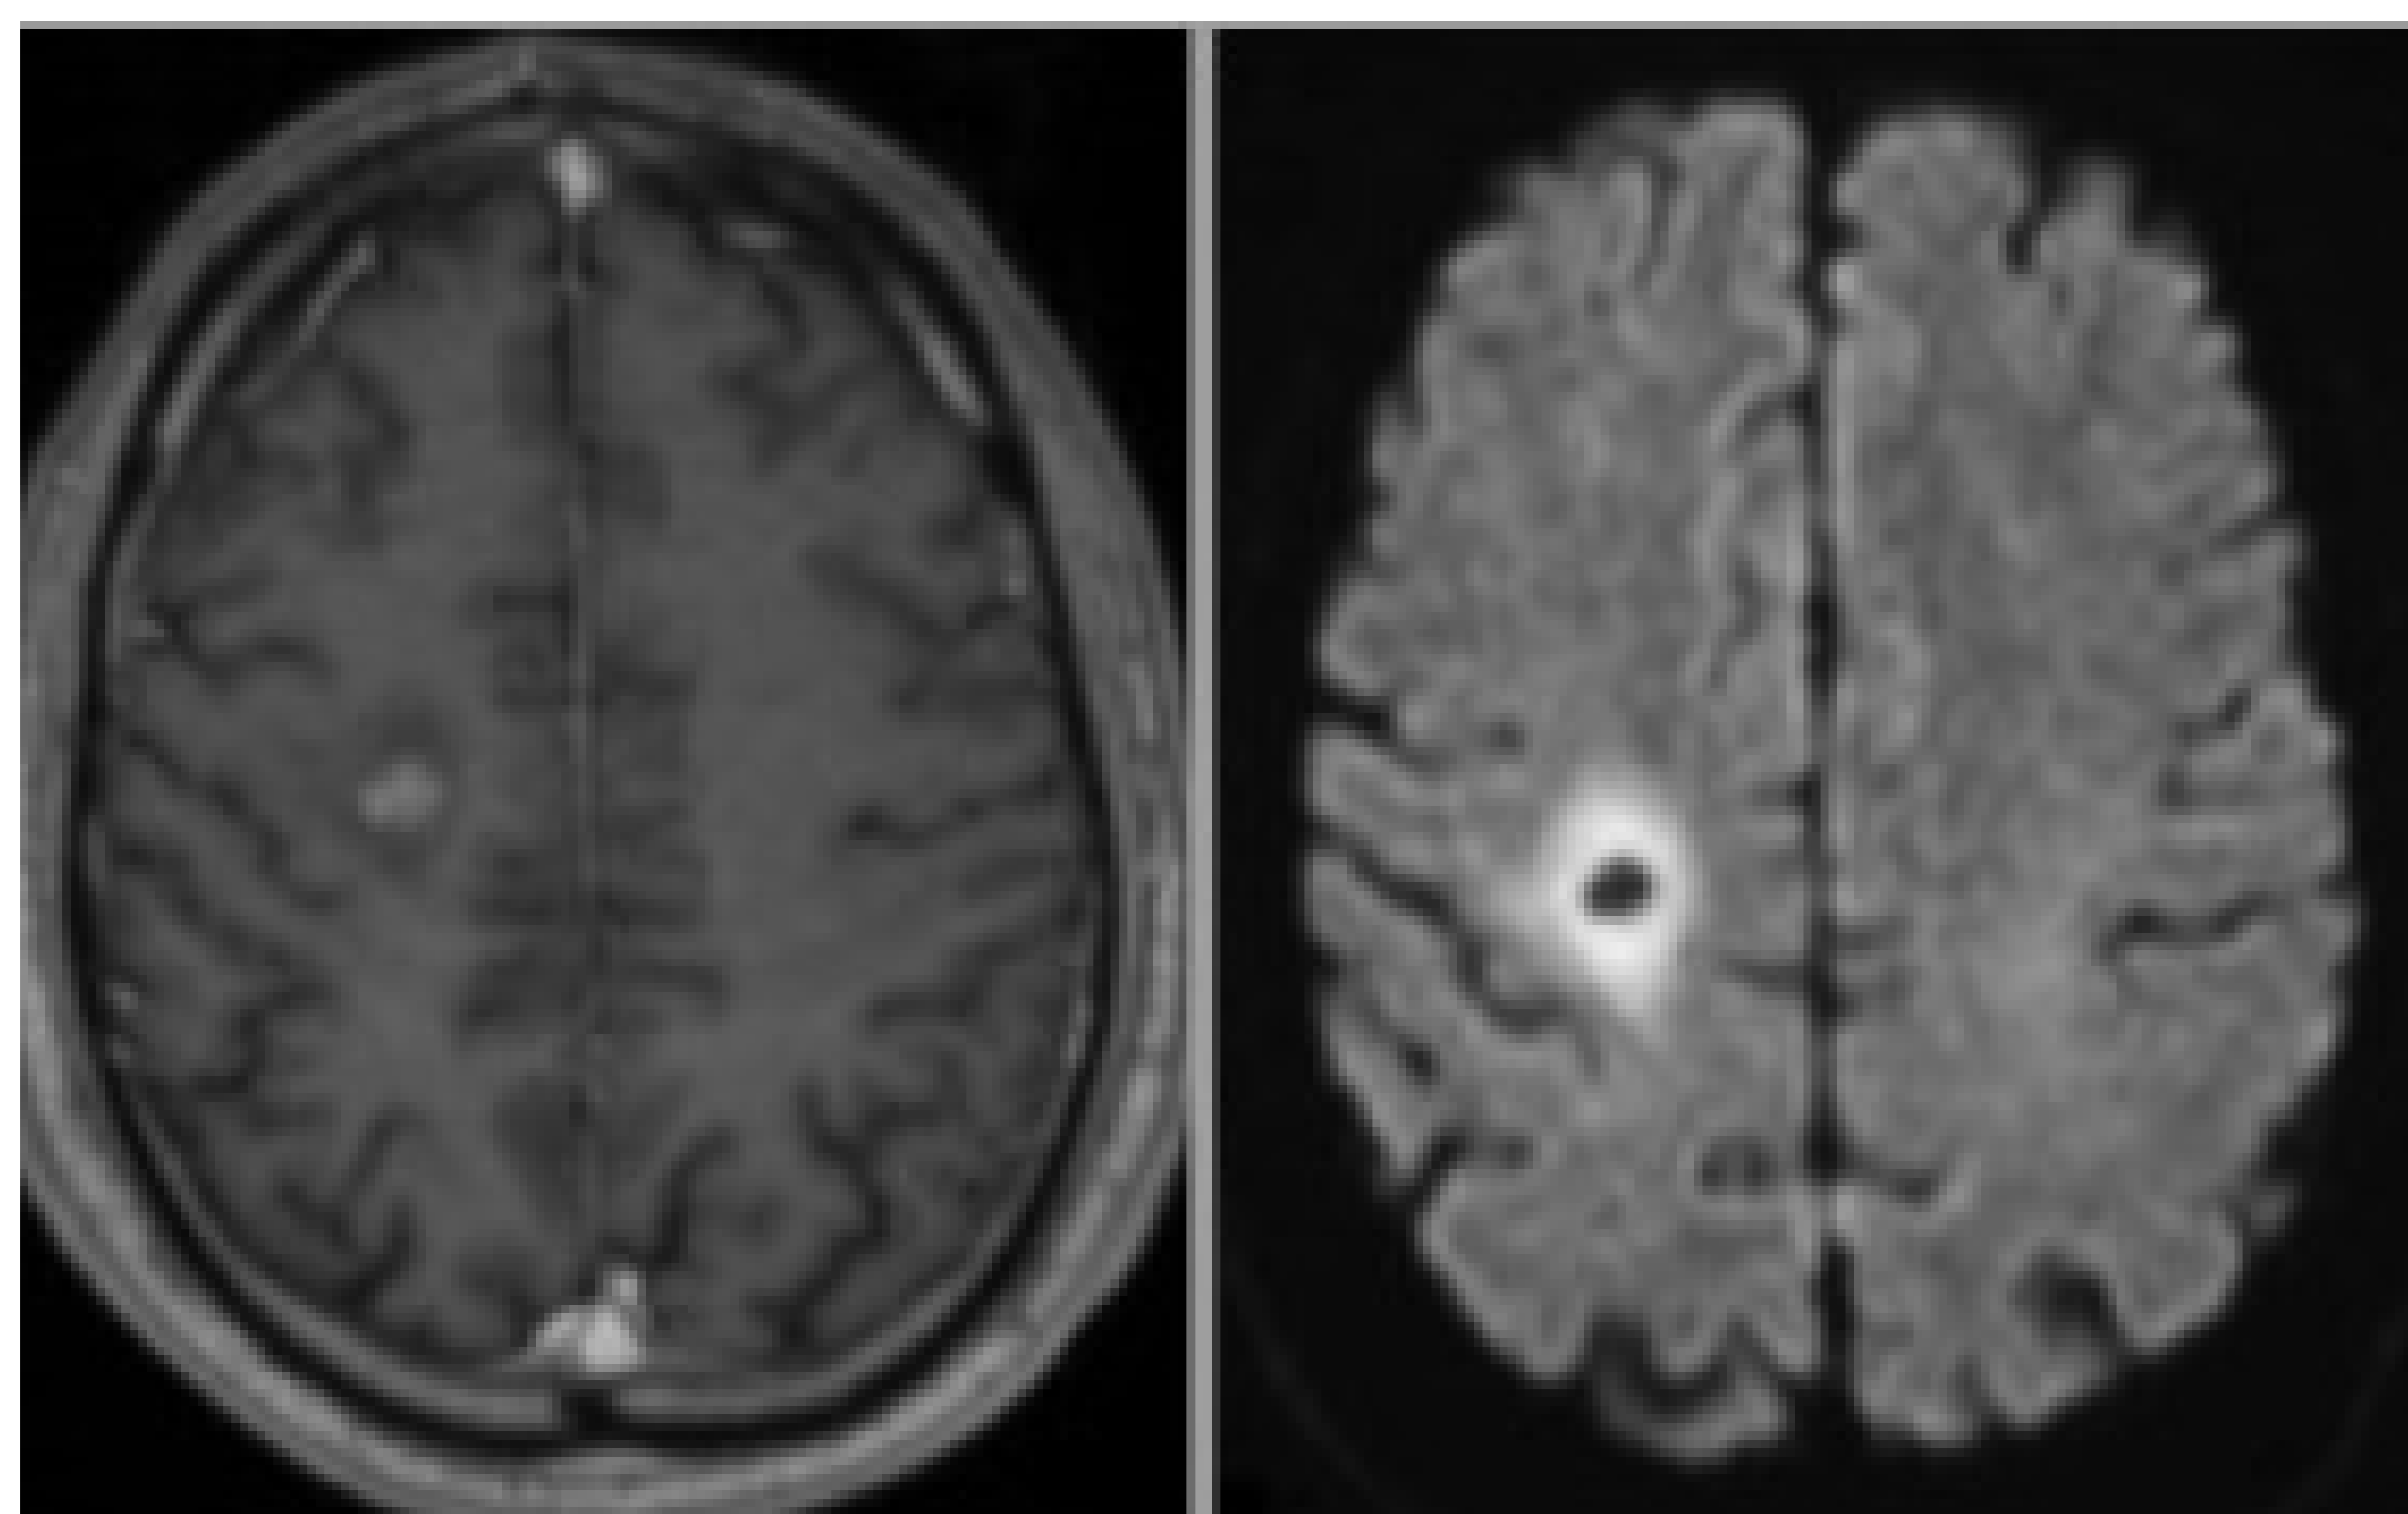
Encapsulación tardía de absceso cerebral. Realce nodular residual en secuencia potenciada en T1 con contraste de RM cerebral (izquierda). En secuencia FLAIR (derecha) muestra marcada hipointensidad de señal en relación con cápsula colágena engrosada, rodeada de edema vasogénico residual.
